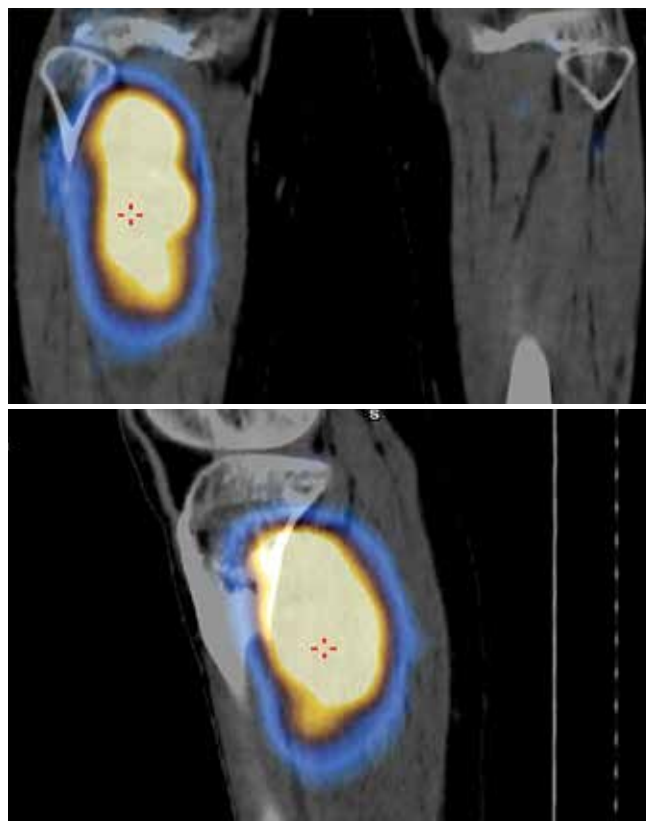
Четкая визуализация опухоли голени по данным совмещенной с компьютерной томографией однофотонной эмиссионной компьютерной томографии с ^{99m}Tc-тектротидом
